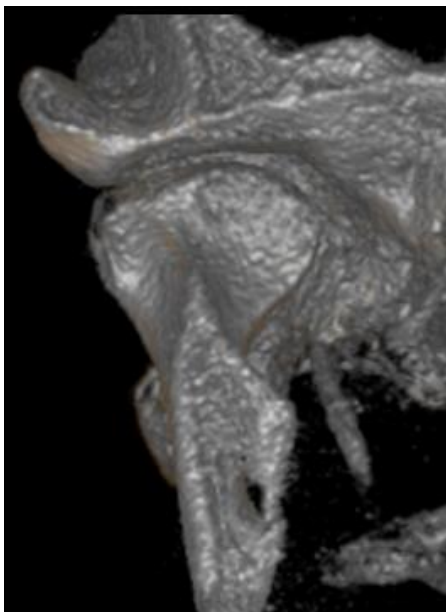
Accentuarea pantei laterale condiliene. Randare 3D CBCT, vedere anterioară.
